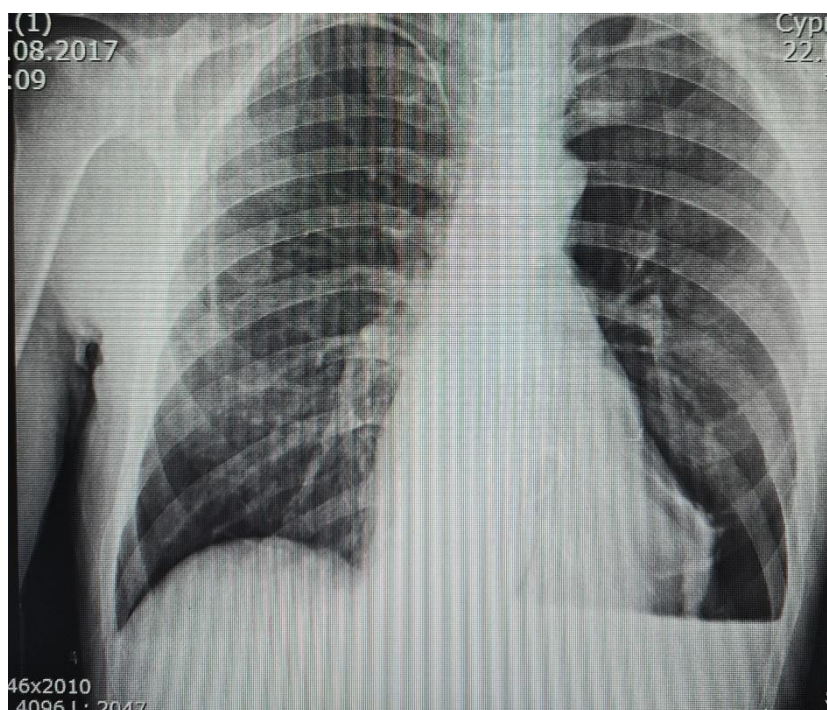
Рентгеновское изображение грудной клетки с гидротароксом в плевральной области.
